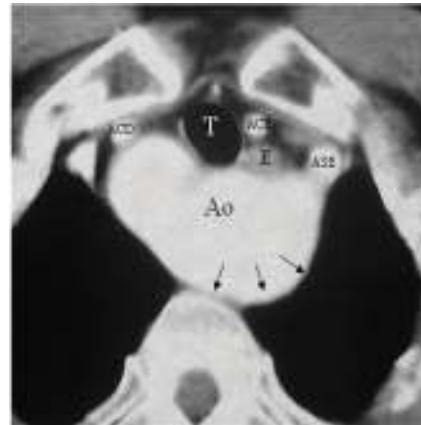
TC cervical. Ao – aorta. T – traqueia. E – esófago. ACE – carótida comum esquerda. ACD – carótida comum direita. ASE – subclávia esquerda. Setas – dilatação aórtica
